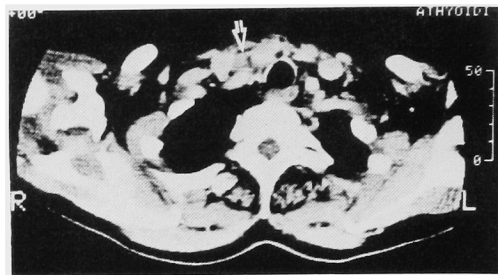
CT scan shows an adenoma (arrow) between right common carotid artery and right subclavicular artery.
